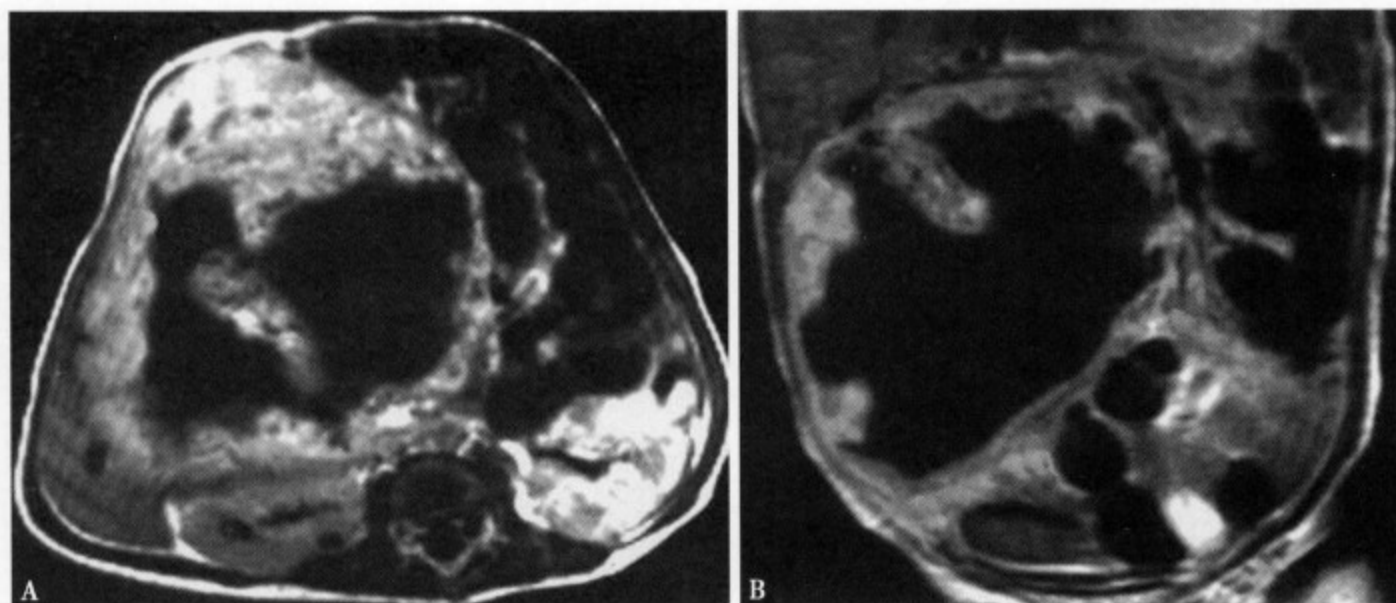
增强 MRI 横断位 (A) 可见不规则肿瘤壁及隔壁强化，中心的囊变区无强化呈低信号；冠状位 (B) 显示囊性肿瘤壁呈不规则形、结节状或隔壁样强化
